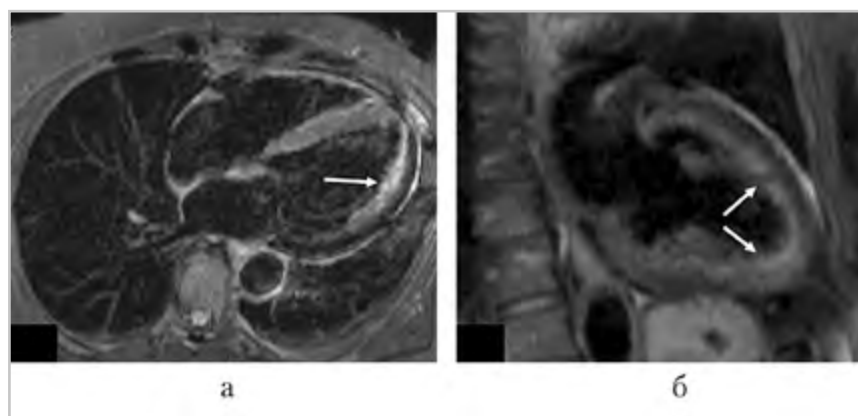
МР-томограммы пациентки Н.: *а* — T2-взвешенное изображение, длинная ось левого желудочка, отек миокарда в проекции боковой стенки (*стрелка*); *б* — T2-взвешенное изображение, длинная ось левого желудочка, отек миокарда в проекции передней и задней стенок в апикальных сегментах (*стрелки*)
